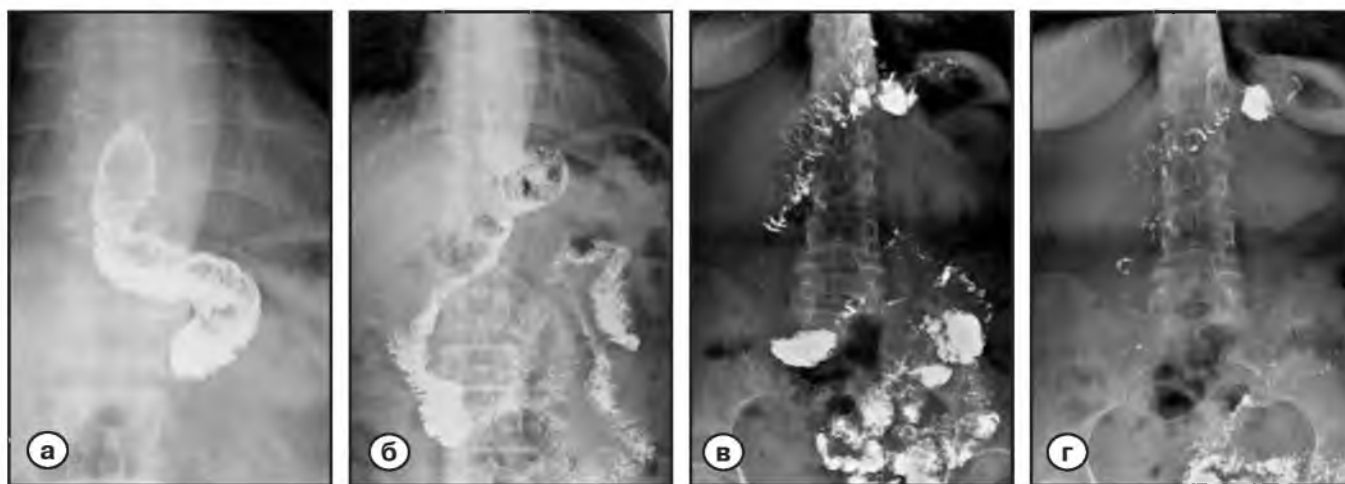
Рентгенологическая оценка скорости пассажа контраста по тонкому кишечнику в отдаленный период после ГЭ с ЕГП
